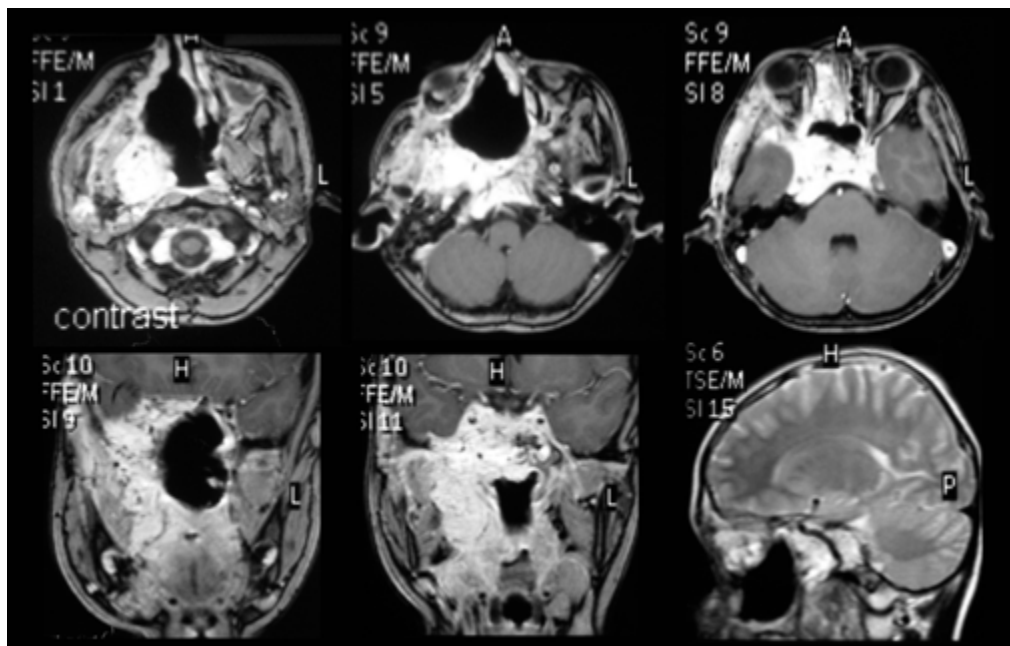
Наблюдение №1. МРТ с контрастным усилением через 6 месяцев после комбинированного лечения. Экстракраниальная часть опухоли стабилизирована, полость носа и носоглотка свободны, интракраниальный компонент регрессировал (супраселлярный узел не визуализируется при сравнении данными СКТ, изображенными на рисунке 6.33)
